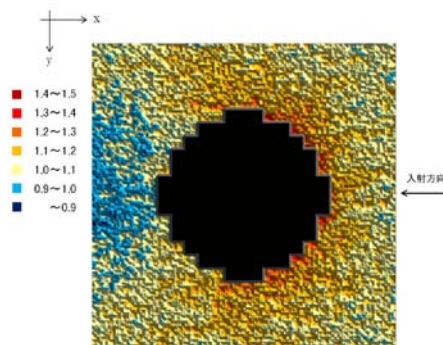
インプラント近傍の線量分布 (6MV-X線)
